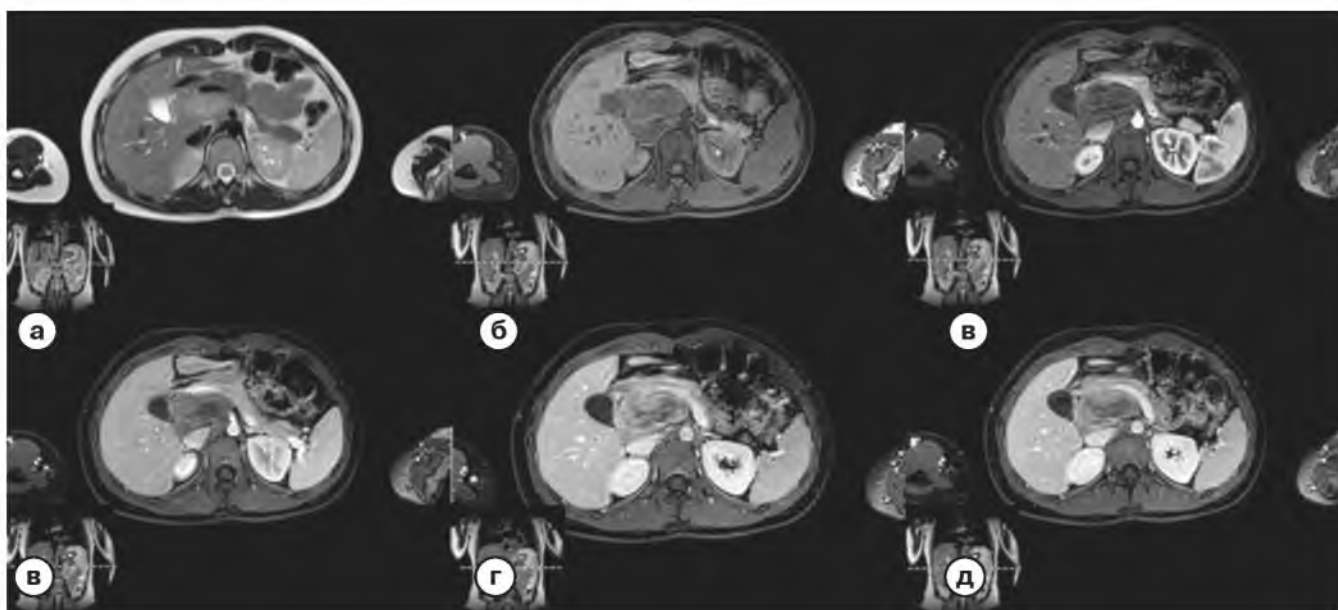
МРТ органов брюшной полости.
